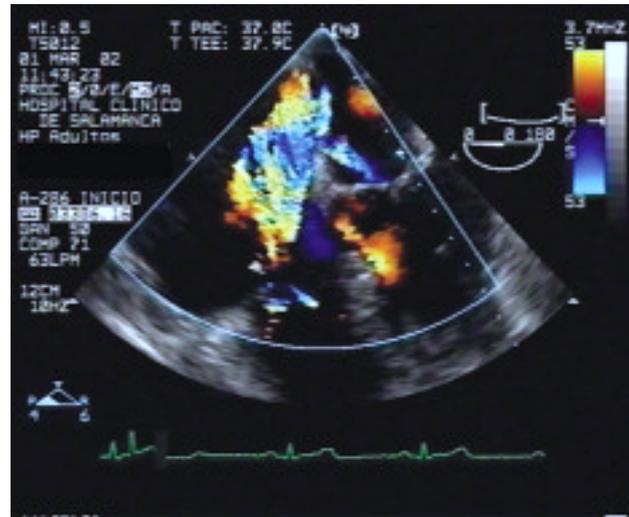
Imagen del foramen oval permeable mediante ecocardiografía transesofágica. Se observa mediante eco-Doppler color el chorro de regurgitación tricúspide que se dirige hacia el septo interauricular y pasa a la aurícula izquierda a través del foramen oval permeable.
